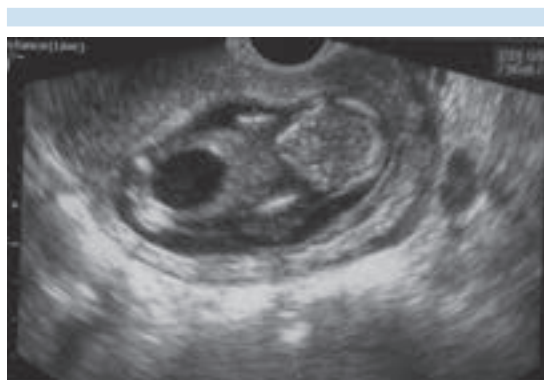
Ultrasonido transvaginal que muestra la frecuencia cardíaca.
